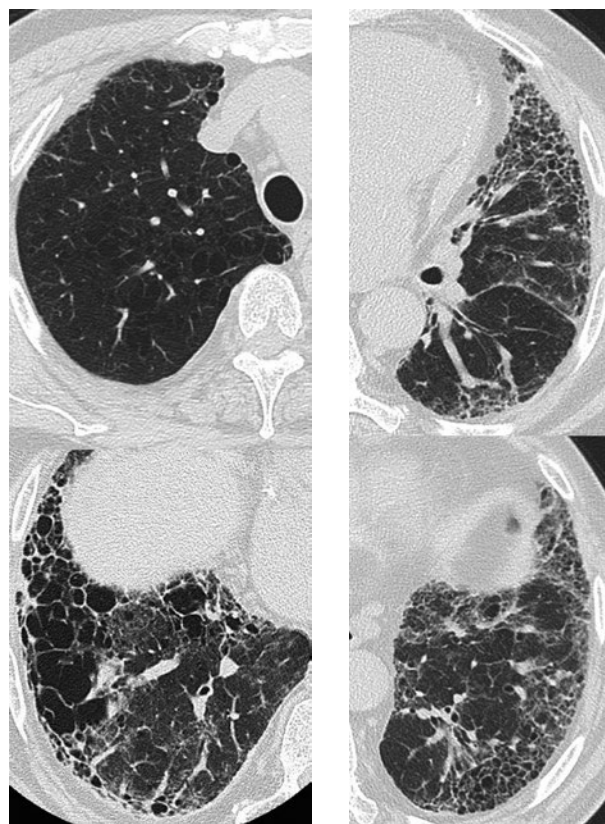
入院時胸部CT。両側肺底部末梢優位に，蜂巢肺，線維化，上葉を中心に気腫性変化を認めた。
